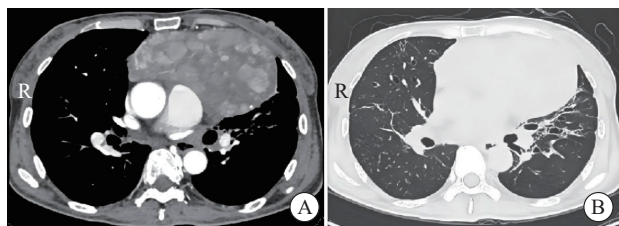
患者手术前胸部CT平扫+增强(2023年10月17日)
